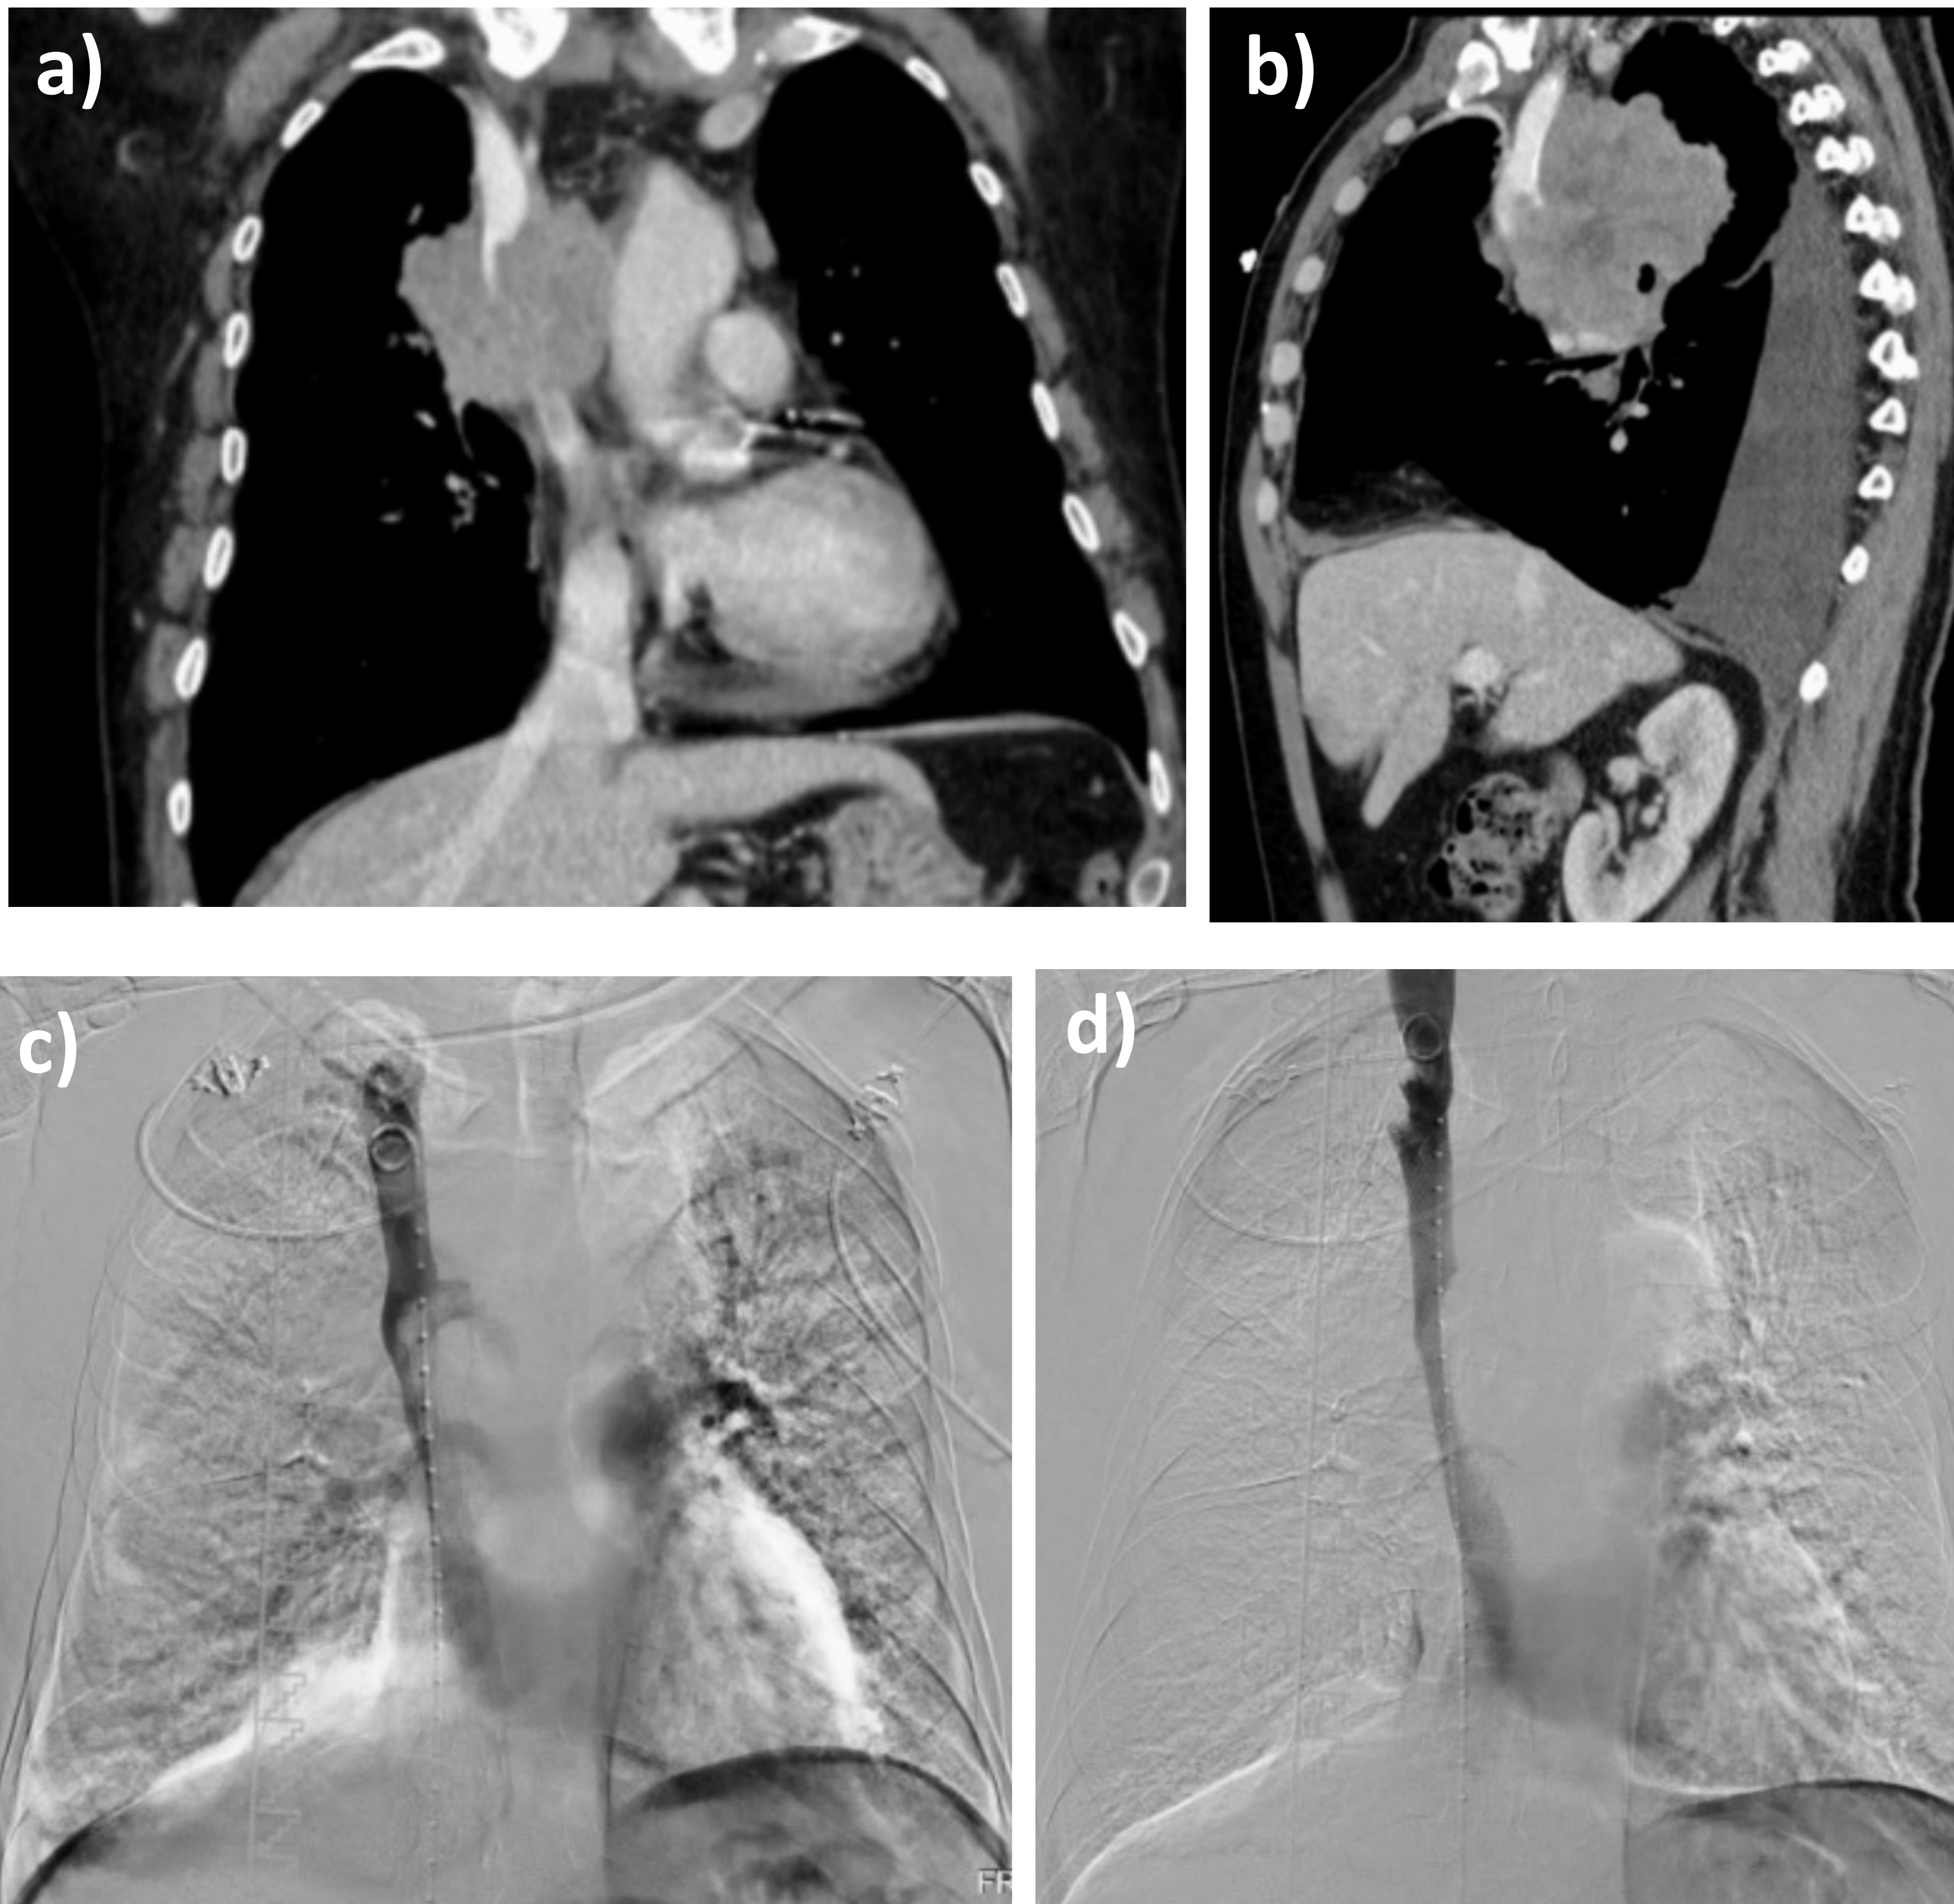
TC de tórax con contraste intravenoso, corte coronal (a) y sagital (b), en un paciente con síntomas de SVCS. Se observa una infiltración de la vena cava superior con obstrucción casi completa de su luz secundario a una gran masa mediastínica que resultó ser un tumor neuroendocrino de célula pequeña. Asociaba derrame pleural. Radiología intervencionista realizó cavografía (c) y puso un stent en vena cava superior para asegurar su permeabilidad (d).
